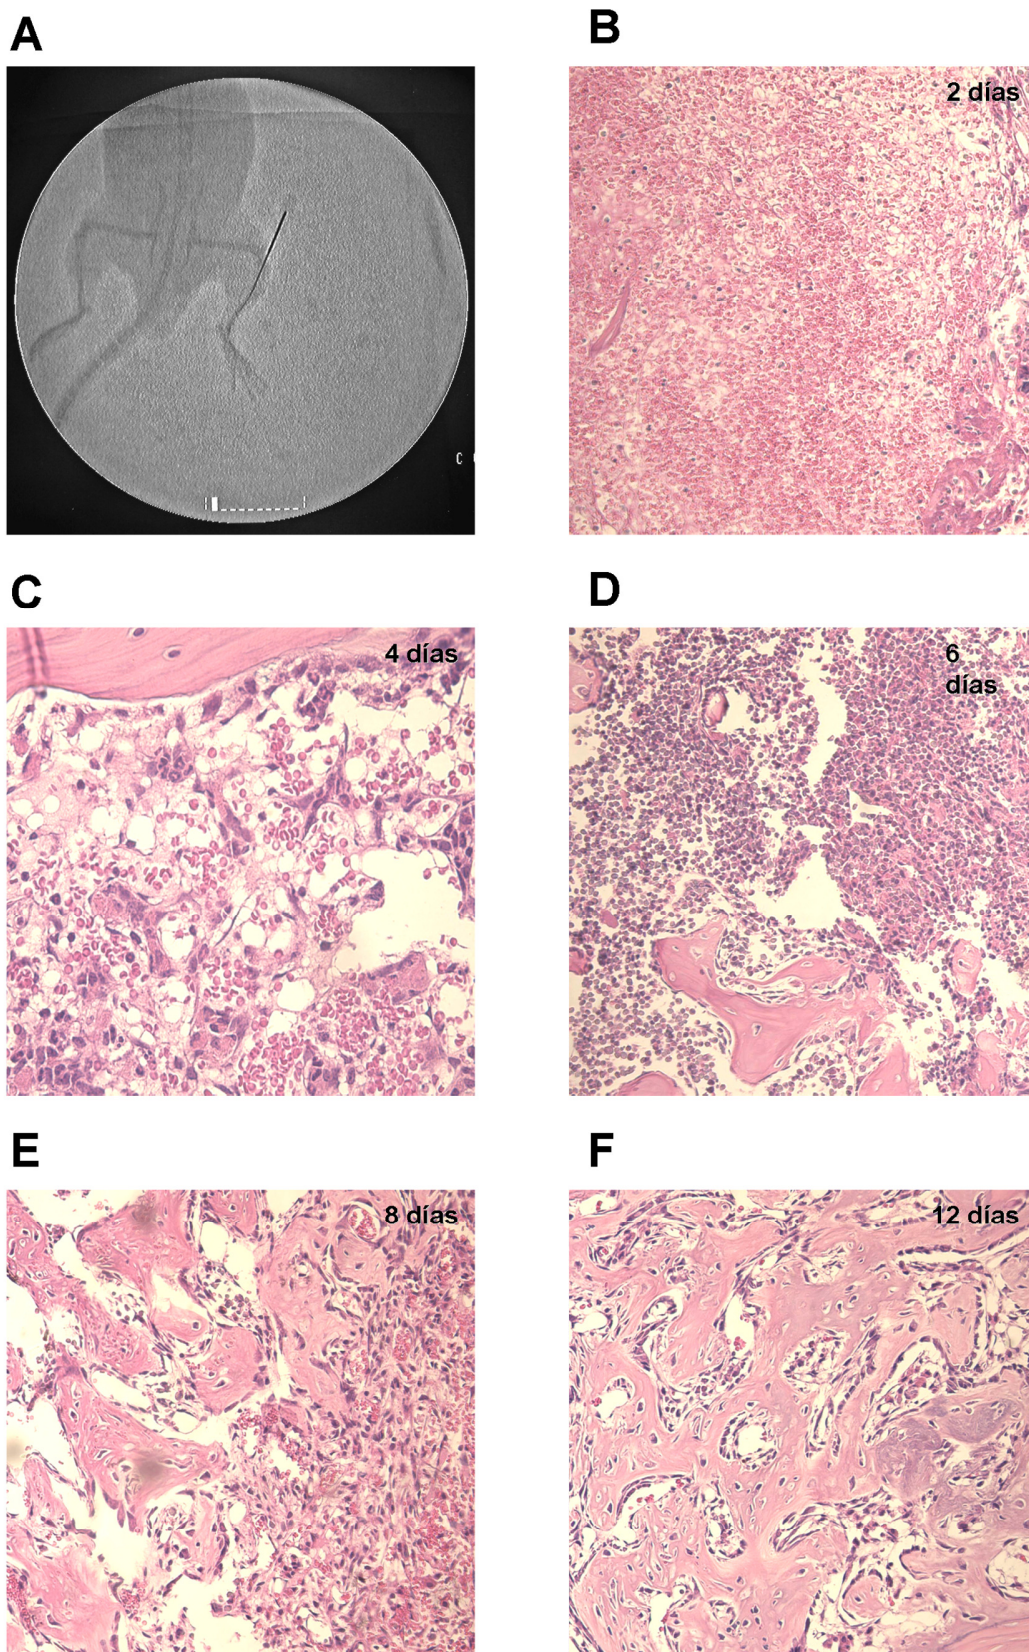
(A) Radiografía de alta resolución mostrando una fresa de dentista insertada a través de la epífisis proximal de la tibia izquierda de un ratón, ocupando la cavidad medular en toda su longitud. (B-F) Micrografías de tinción con hematoxilina-eosina de la tibia en regeneración de ratón tras los días indicados de ablación de médula (200x)
